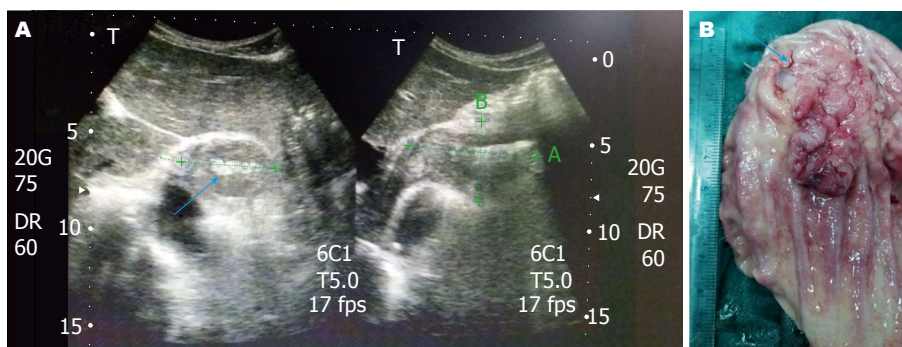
TUS术前诊断AEG和术后标本. A: TUS术前诊断AEG; B: 术后标本. 箭头指向处为贲门. AEG: 食管胃结合部腺癌; TUS: 经腹体表超声.
